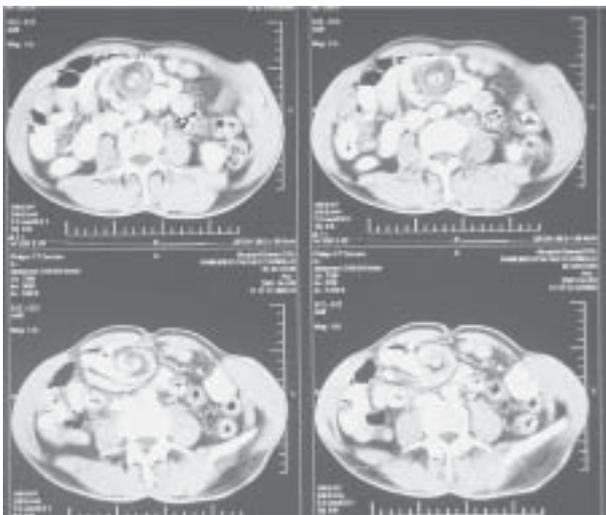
Tomografia computadorizada de abdômen, mostrando o "Sinal da Roda" ou da "Via Láctea".
